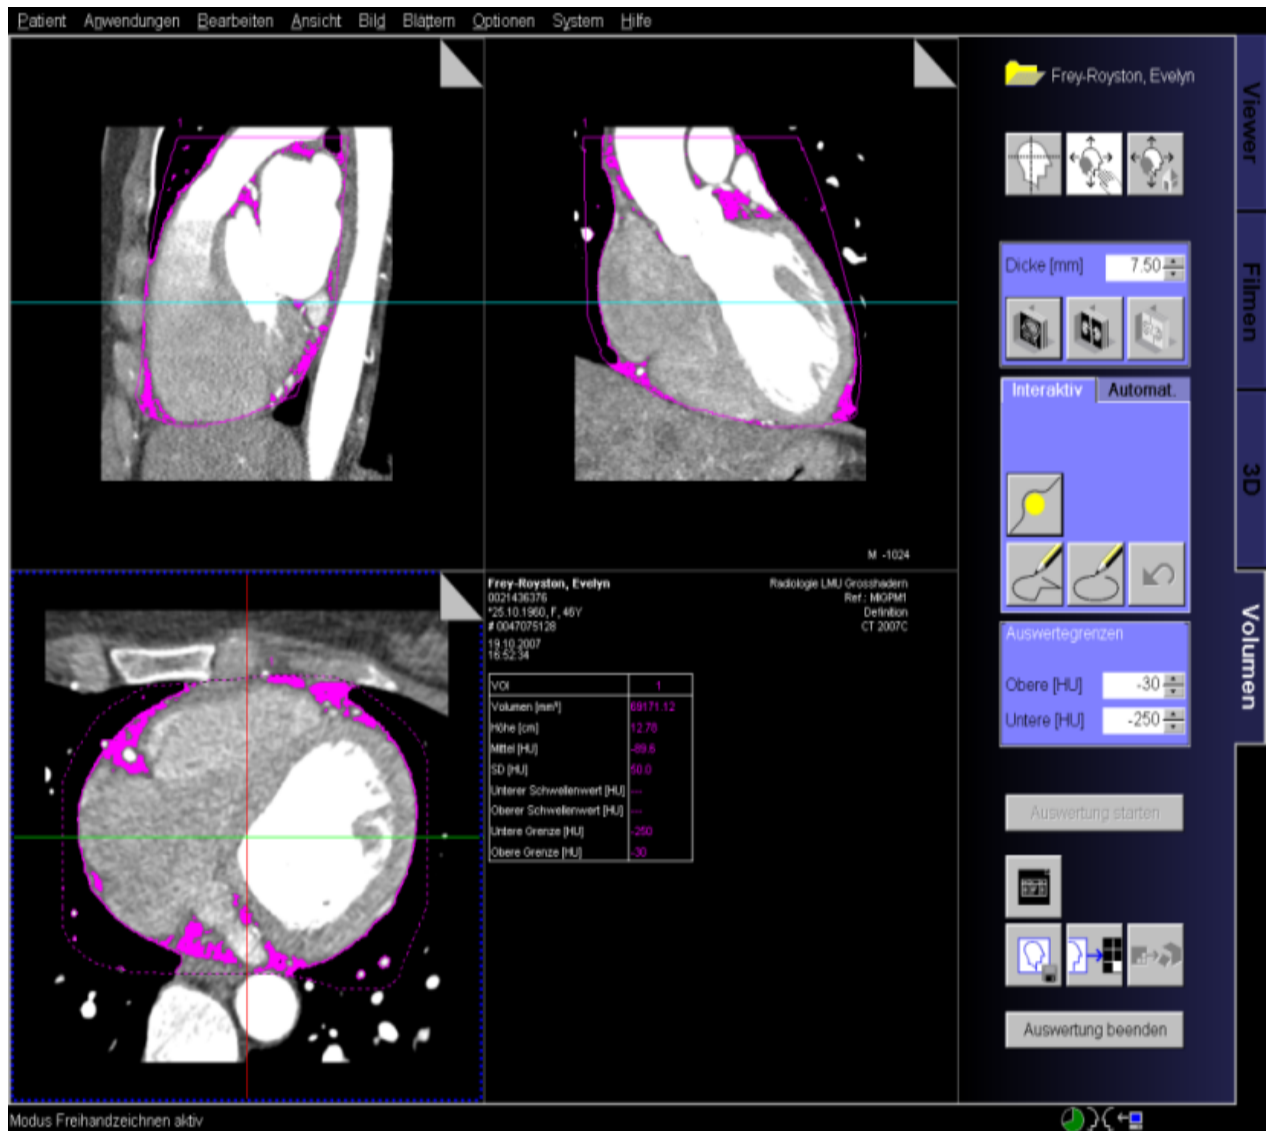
Bestimmung des perikardialen Fetts anhand der CT Diagnostik
